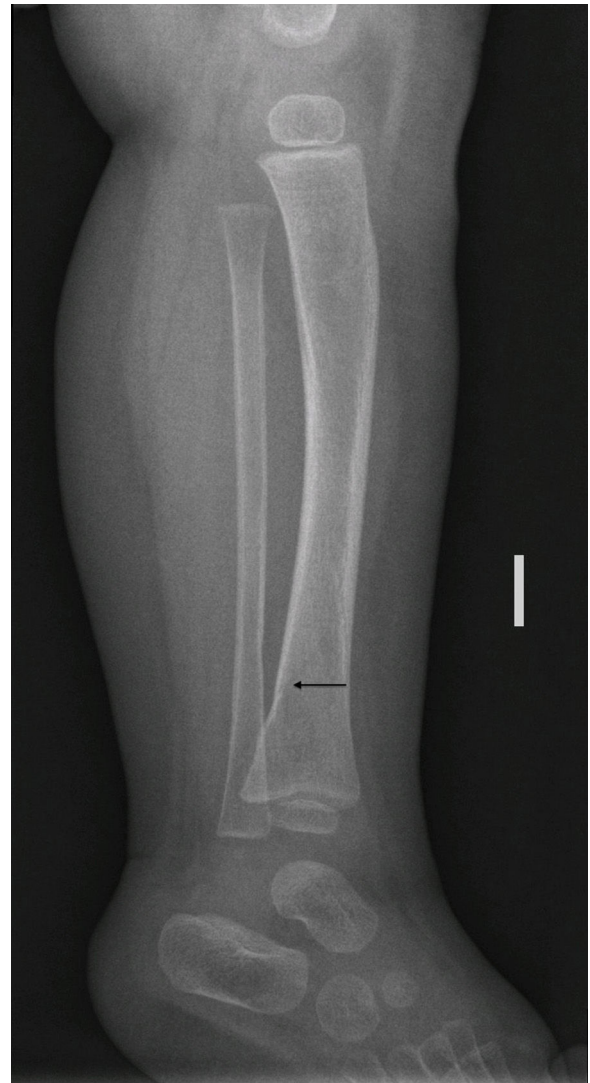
Radiografía simple de tibia peroné. Proyección lateral. Fino trazo de fractura espiroideo sin desplazamiento en tercio medio de tibia.
